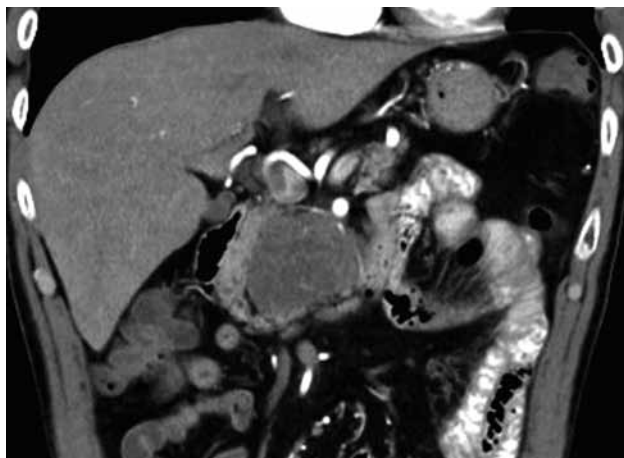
Компьютерная томография. Ранняя артериальная фаза. Определяется образование, исходящее из поджелудочной железы с чёткими неровными бугристыми контурами гетерогенной солидной структуры с гиподенсными включениями (кистозный компонент) и неравномерной васкуляризацией
